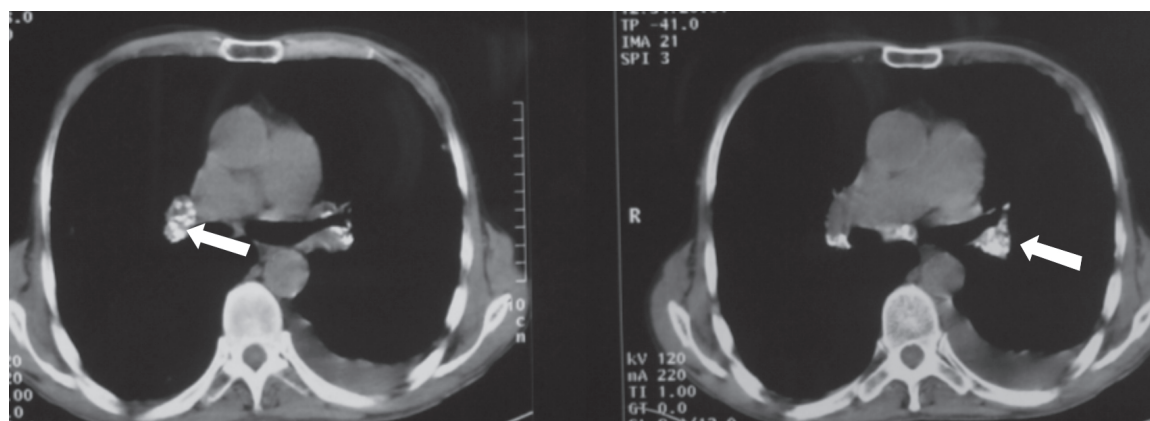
Tomografía axial computarizada.
